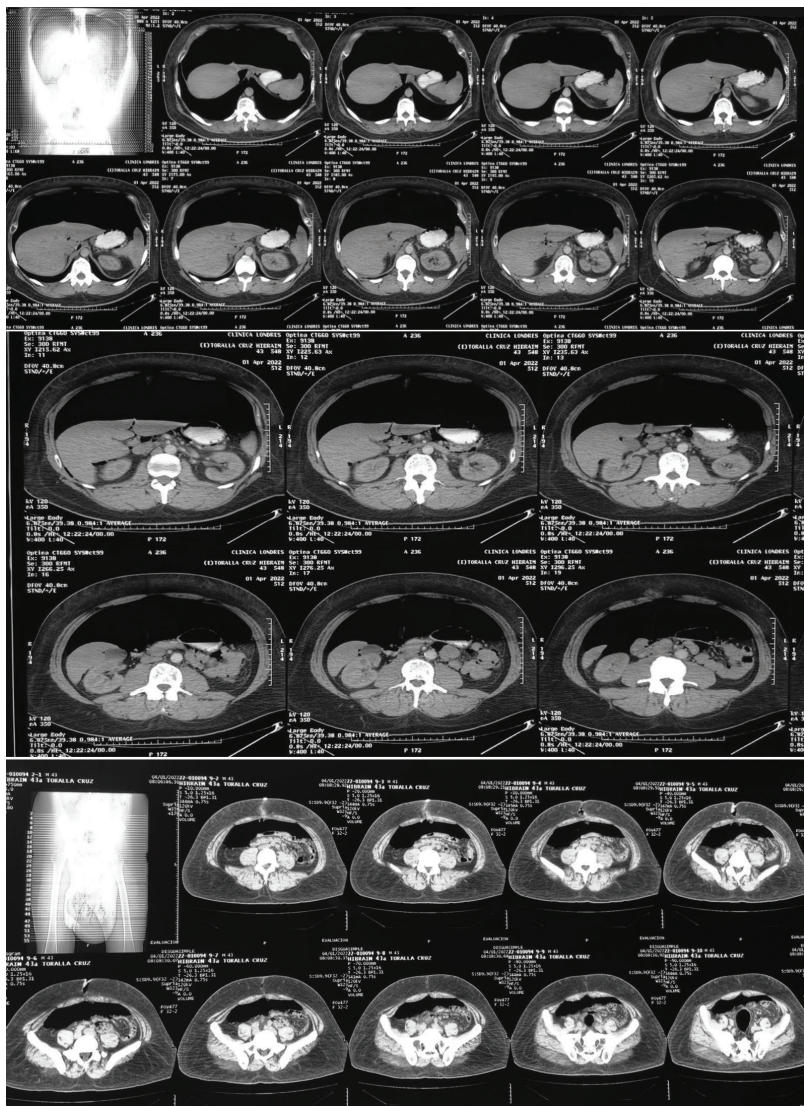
Tomografías abdominopélvicas donde se evidencia neumoperitoneo, derivado de insuflación progresiva preoperatoria para reparación definitiva de defecto herniario.
